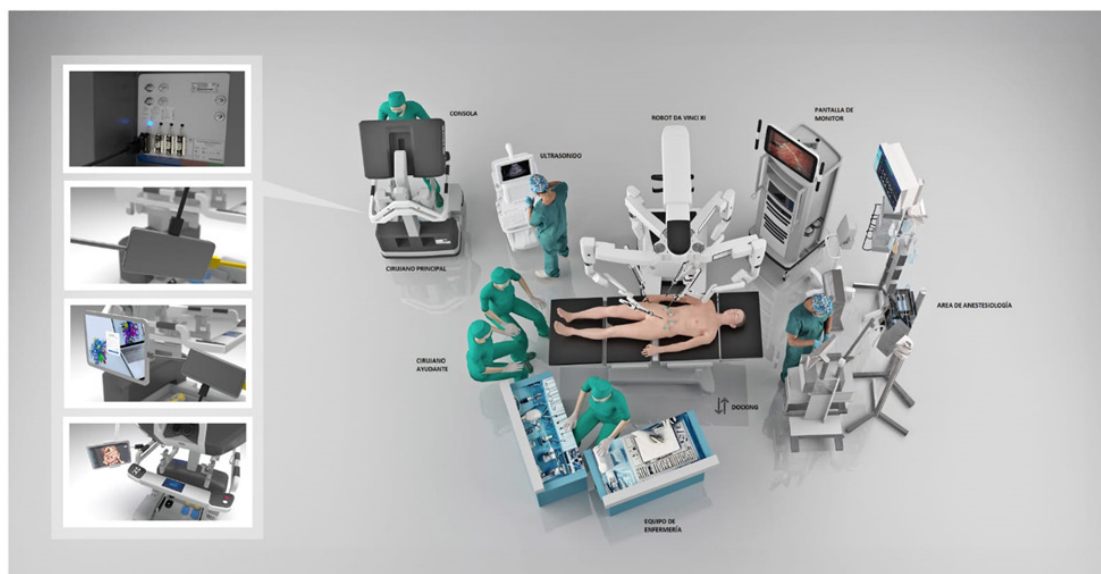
Disposición de la consola, el robot, el cirujano, la enfermera, el monitor, el dispositivo de planificación 3D, la ecografía y el Docking en nuestro programa de cirugía hepática robótica.
